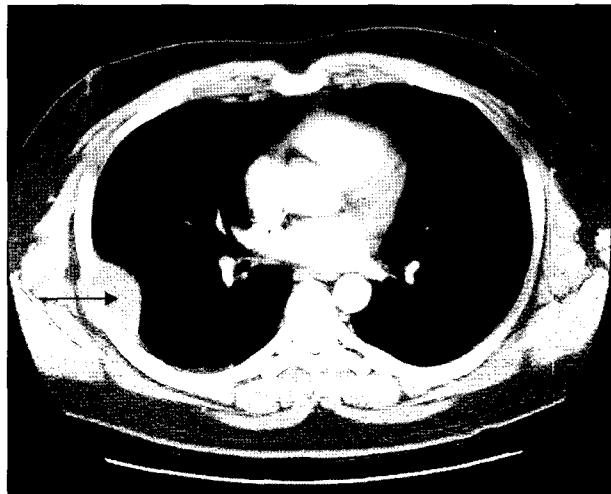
Chest CT scan shows 5.5 cm sized relative well defined soft tissue mass (arrow) in right 5th and 6th rib area without lung parenchymal lesion.
